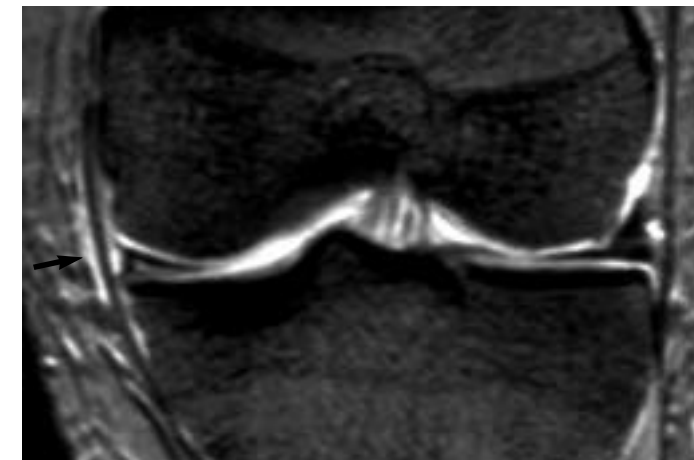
Lesión grado I del LLI. Pequeña cantidad de edema y hemorragia adyacente a la superficie del LLI (flecha) que conserva una morfología y señal de resonancia normales. Coronal en eco de gradiente.
